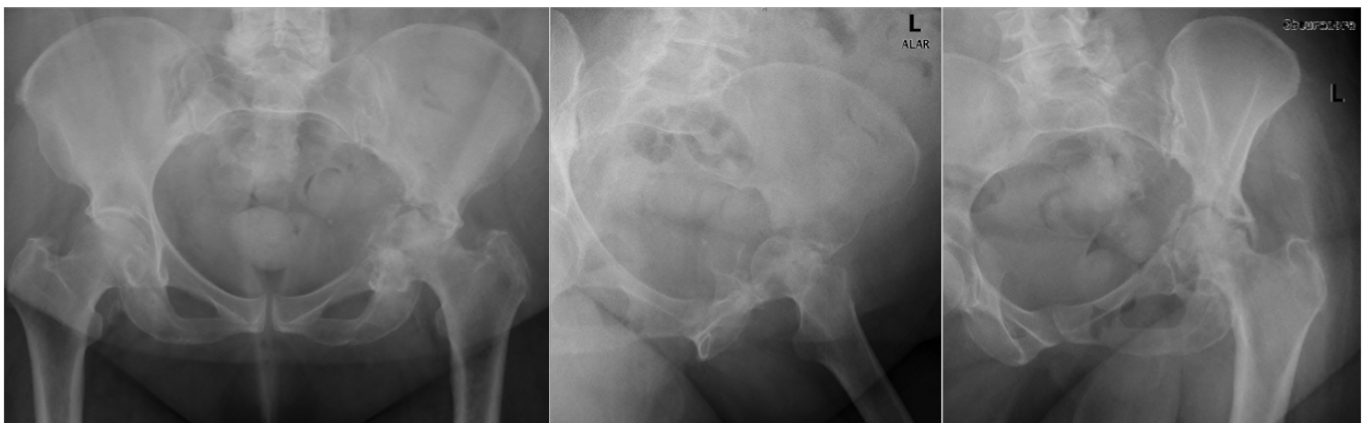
Radiografias da bacia em incidências ântero-posterior, alar e obturadora com sinais de fratura-luxação central patológica da anca esquerda.
